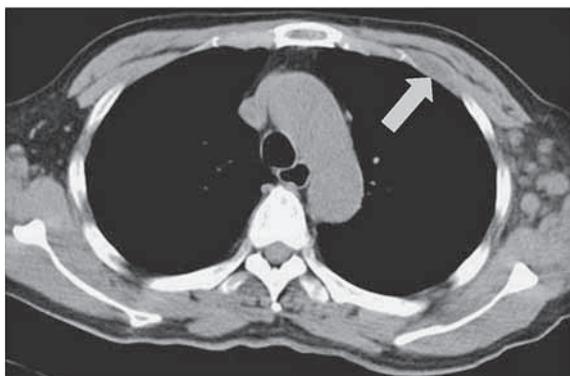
Chest CT scan before a medical treatment for tuberculosis shows a small mass in the left thoracic wall.
